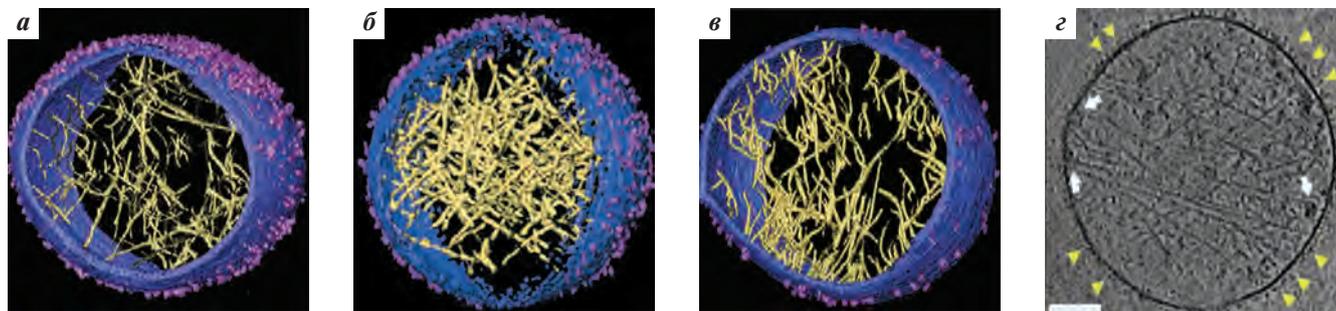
Криоэлектронная томография и ультраструктура тромбоцитарных микровезикул. Показаны 3 разные микровезикулы (а–в) и 1 исходный срез (z). Видна мембрана, нити актина и мембранные гликопротеины. Шкала масштаба – 100 нм. Воспроизведено из [12]
